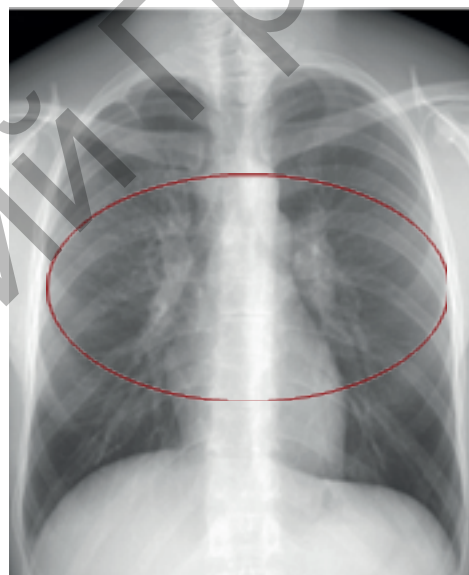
Рентгенограмма органов грудной клетки 16.08.2018 г. (описание в тексте)
